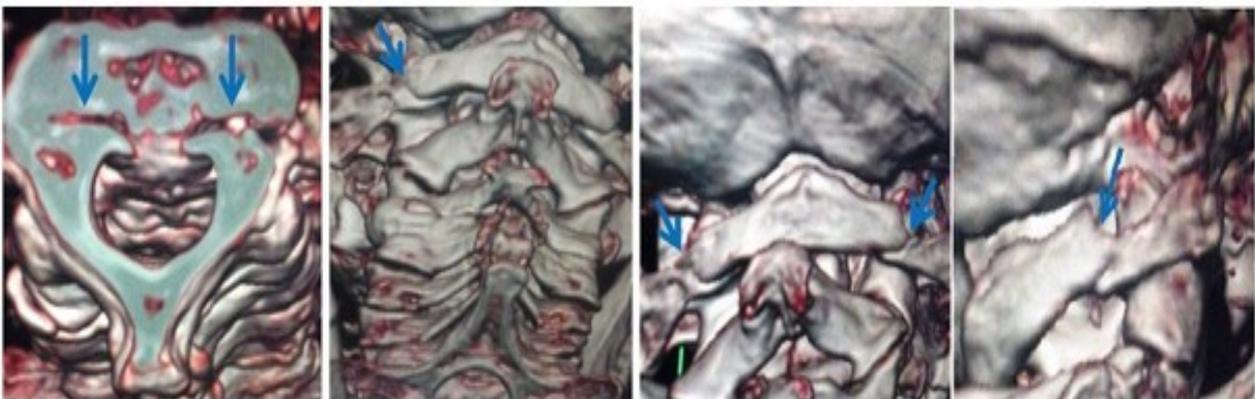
Imagen de TAC multicortes con reconstrucciones tridimensionales de la columna cervical donde se observa la morfología de la fractura del arco posterior del atlas.
